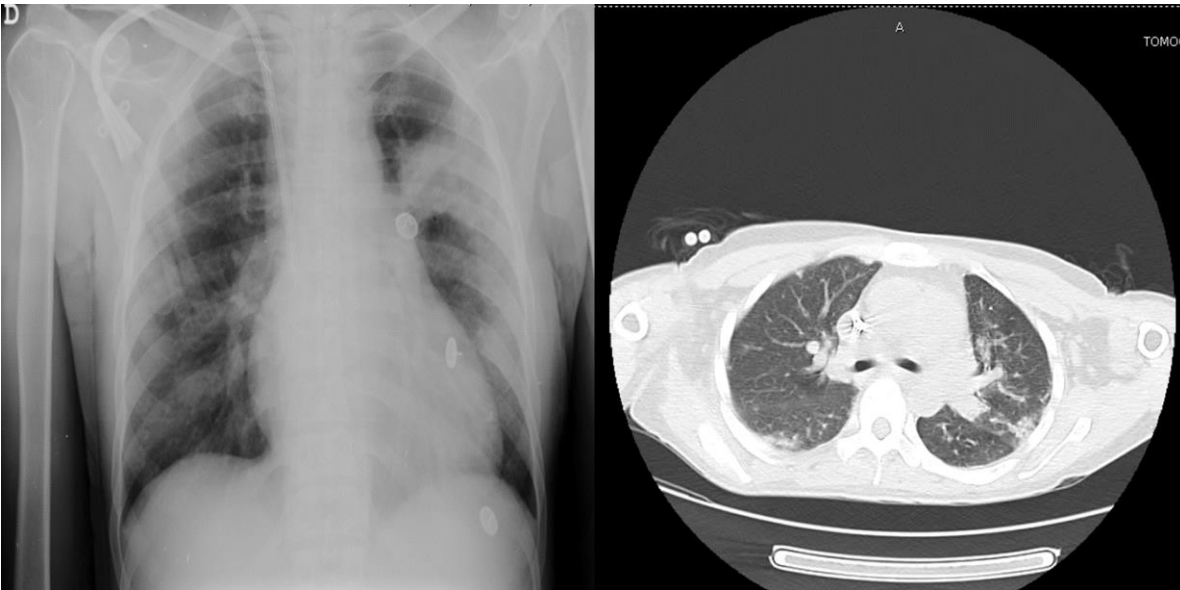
Tomografía de tórax de caso 3.
